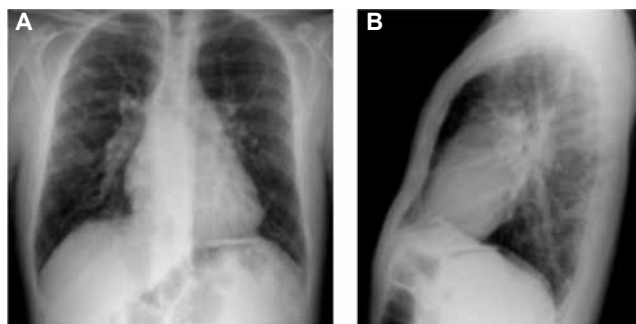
Paneles A y B. Radiografía de tórax en la que se observa dilatación de los segmentos principales de las arterias pulmonares.
